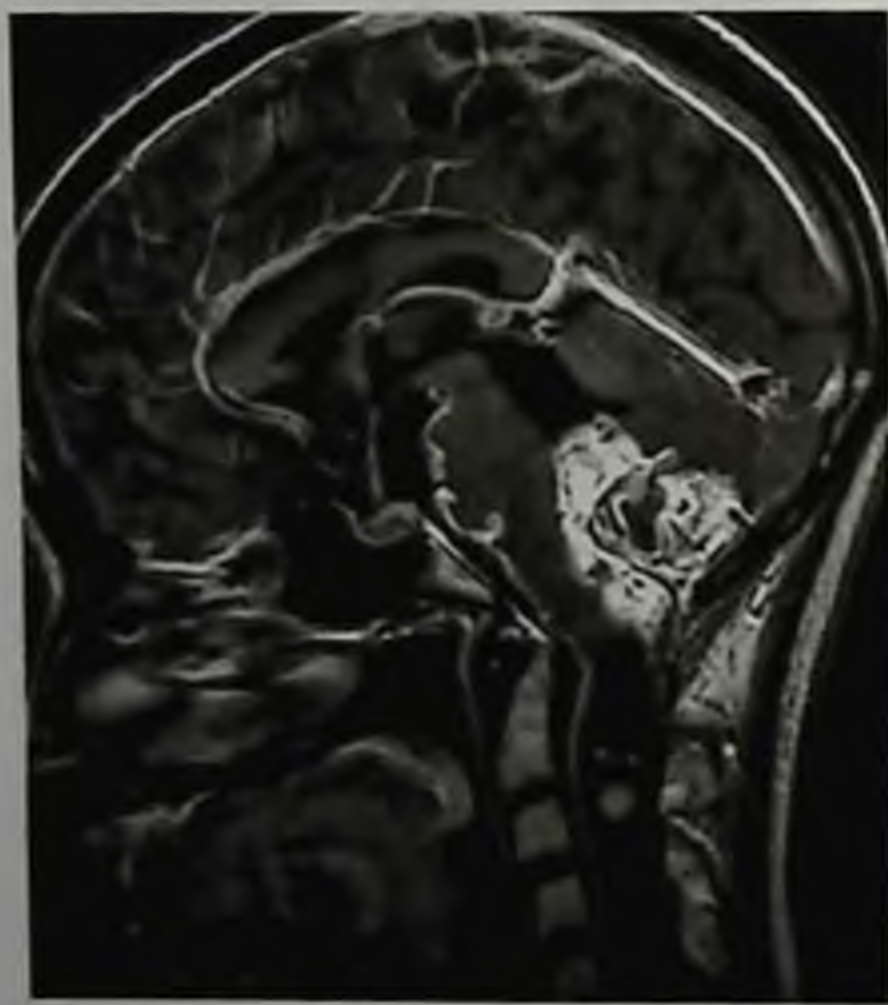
Гемангиобластоматоз. Магнитно-резонансная томограмма, T1-взвешенное изображение с контрастным усилением; большая опухоль мозжечка, кисты и небольшие опухолевые узлы в спинном мозге
